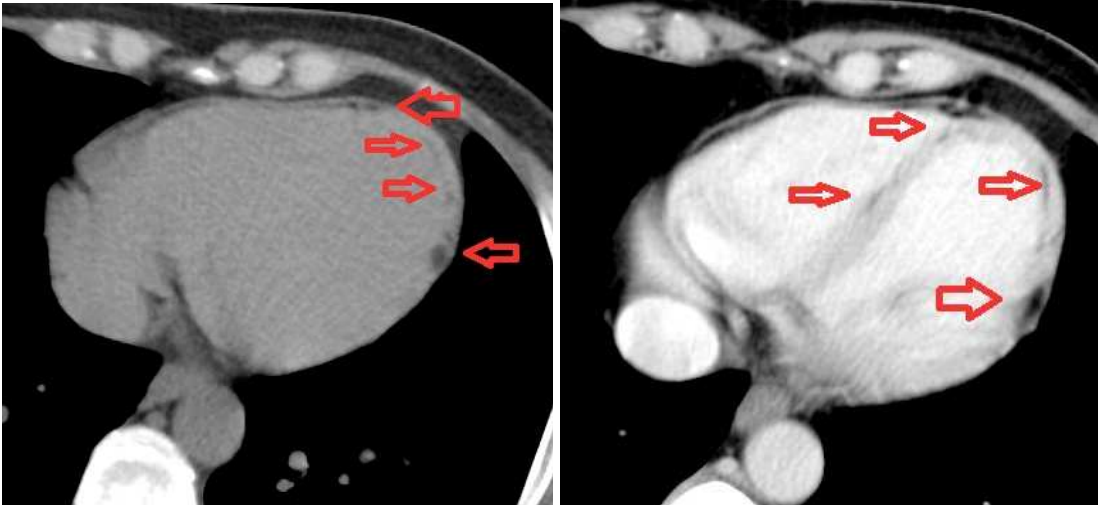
acquisizioni TC assiali pre e post contrasto
